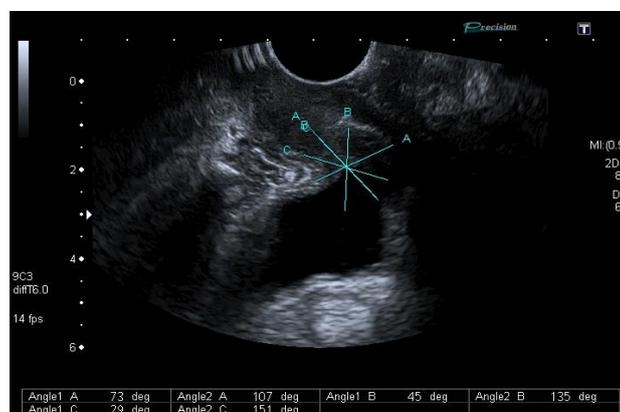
2D-УЗИ, остроугольная деформация мочевого пузыря
